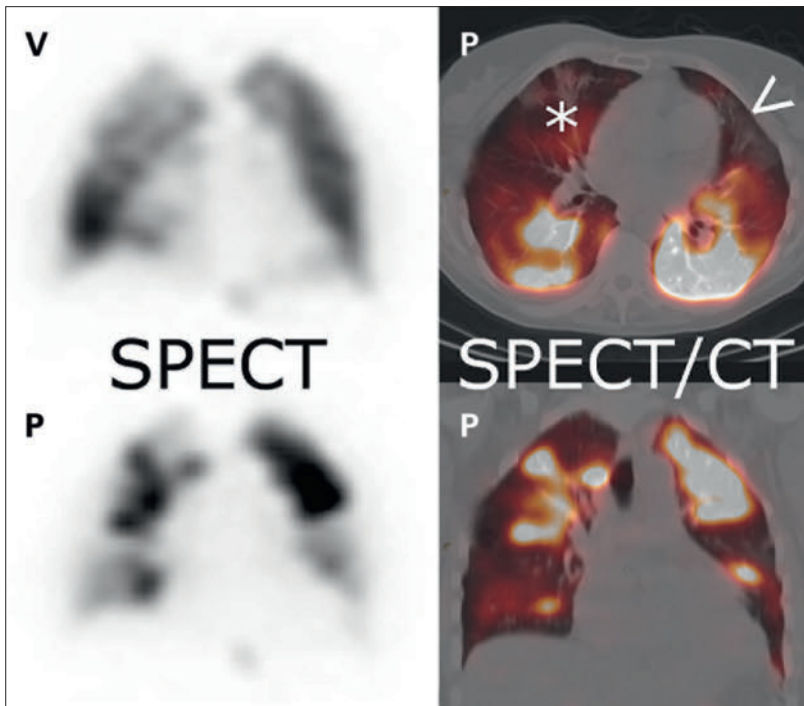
V/Q-SPECT bei einer 68-jährigen Patientin 4 Tage nach unauffälliger CTPA: Multiple segmentale und subsegmentale LAE beidseits (V = Ventilation, P = Perfusion). Zusätzlich konkordante Ventilations- und Perfusionsdefekte in Mittellappen (*) und Lingula (<), in der SPECT/CT Lungenarterien-Embolie mit beginnender Infarzierung.
